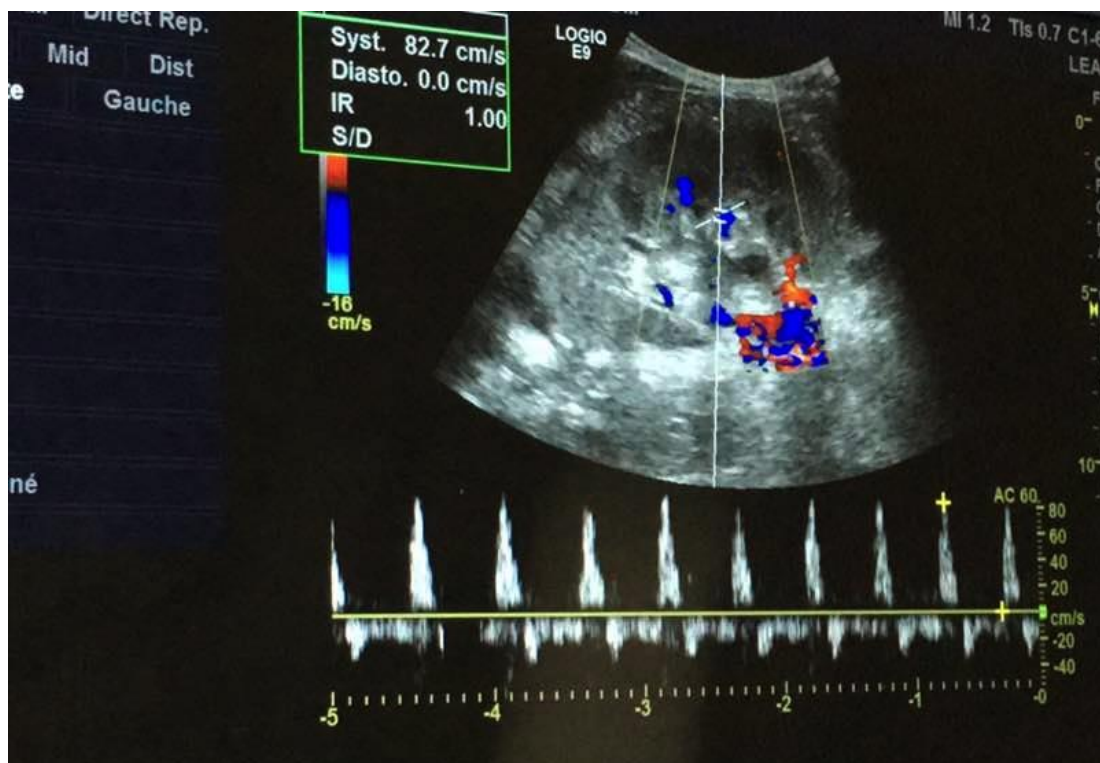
Echodoppler couleur et pulsé au niveau d'une artère rénale: tracé hyper-résistif ($IR=1.1$) avec inversement diastolique (aspect en "va et viens").
